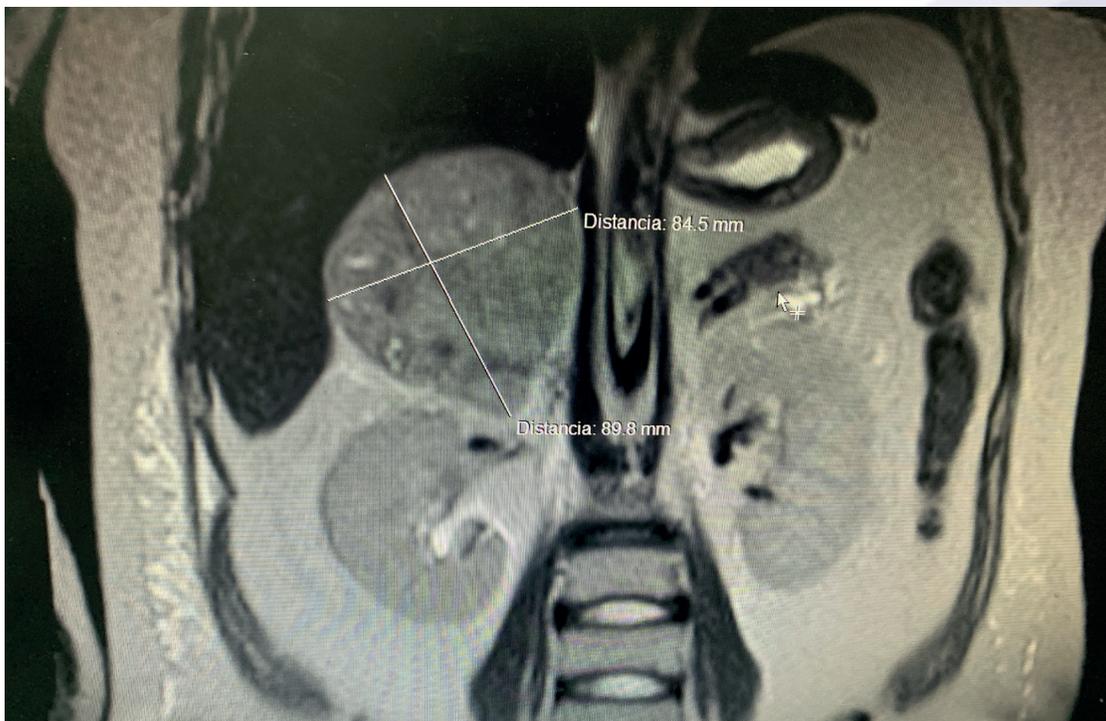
Resonancia magnética abdominal. Se observa a nivel suprarenal derecho, tumor de densidades mixtas, con efecto de masa a nivel hepático.
